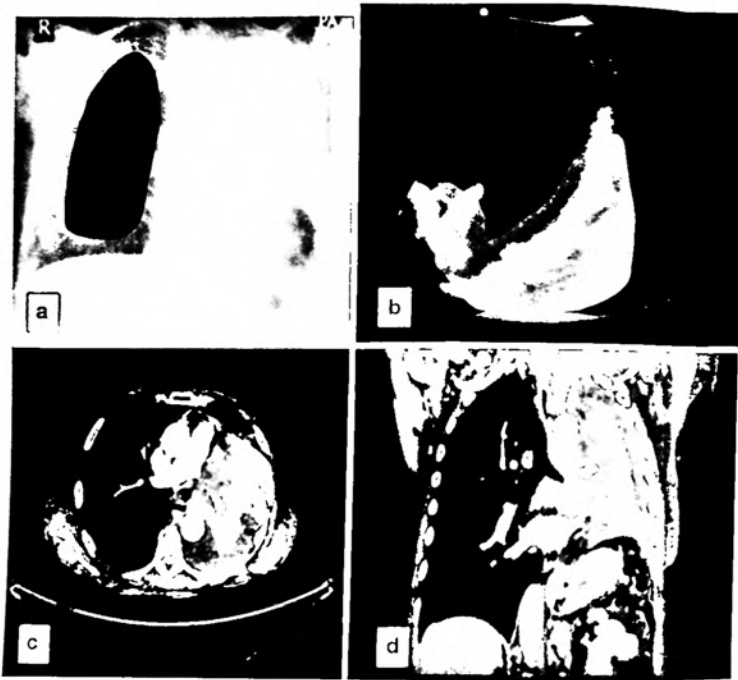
(a) Radiografía de tórax que muestra el blanqueo completo del hemitórax izquierdo. La localización central de la tráquea coincide con la presencia de colapso pulmonar subyacente y derrame pleural. (b) Ecografía torácica que muestra un derrame pleural ecogénico, inversión diafragmática y nodularidad. Imágenes de tomografía computarizada transversal (c) y coronal (d) que confirman un colapso pulmonar izquierdo completo y un derrame pleural asociado. (Reproducido con permiso de Wilczynska y Davies [34]).
